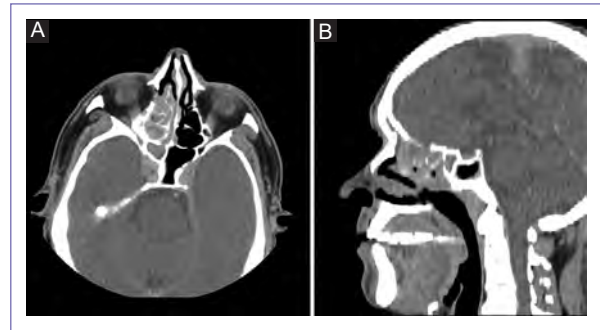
Tomografía computarizada de macizo facial. A: imagen axial; tumor de cavidad nasal, el cual oblitera el complejo osteomeatal del lado derecho y condiciona atrapamiento del contenido de mucosa del seno maxilar. B: imagen sagital; tumor con epicentro en el cornete superior.
